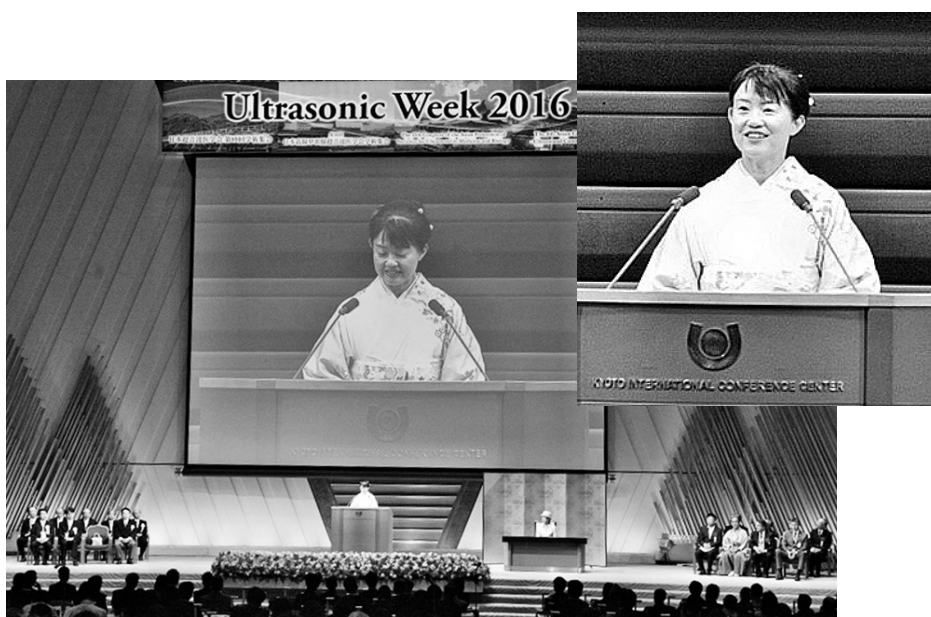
Ultrasonic Week 2016 Opening Ceremonyで閉会の挨拶をする筆者
